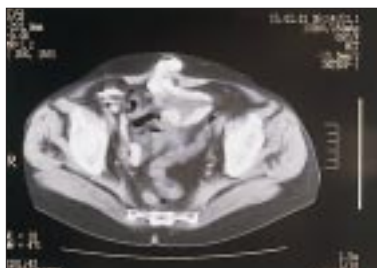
CT trebuha z dne 24. 07. 2001, tri mesece pred pričetkom zdravljenja. Vidni sta tumorski formaciji za sečnim mehurjem (60 x 35 mm) ter v perirektalnem maščevju desno (32 x 28 mm).
